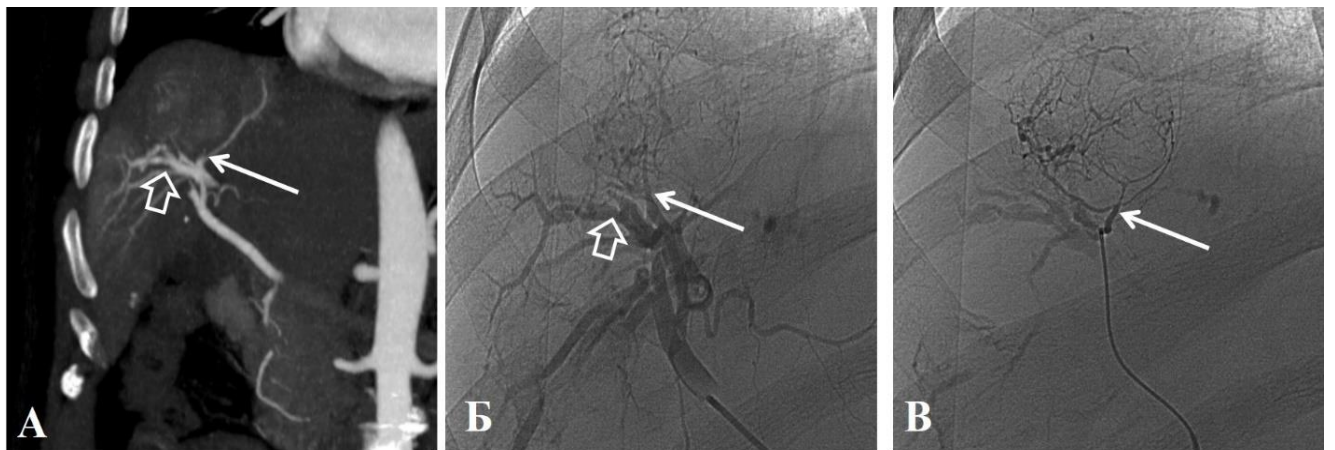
Тот же пациент. КТ (А) в режиме МIP-реконструкции показывает афферентные сосуды (белая стрелка) и патологическое контрастирование сегментарных вен печени (объемная стрелка). Ангиограмма (Б) демонстрирует афферентные сосуды (белая стрелка) и патологические А–В шунты (объемная стрелка). Этап суперселективной ТЛЛНМ (В) показывает микрокатетер (стрелка), заведенный в афферентные сосуды дистальнее А–В шунтов
